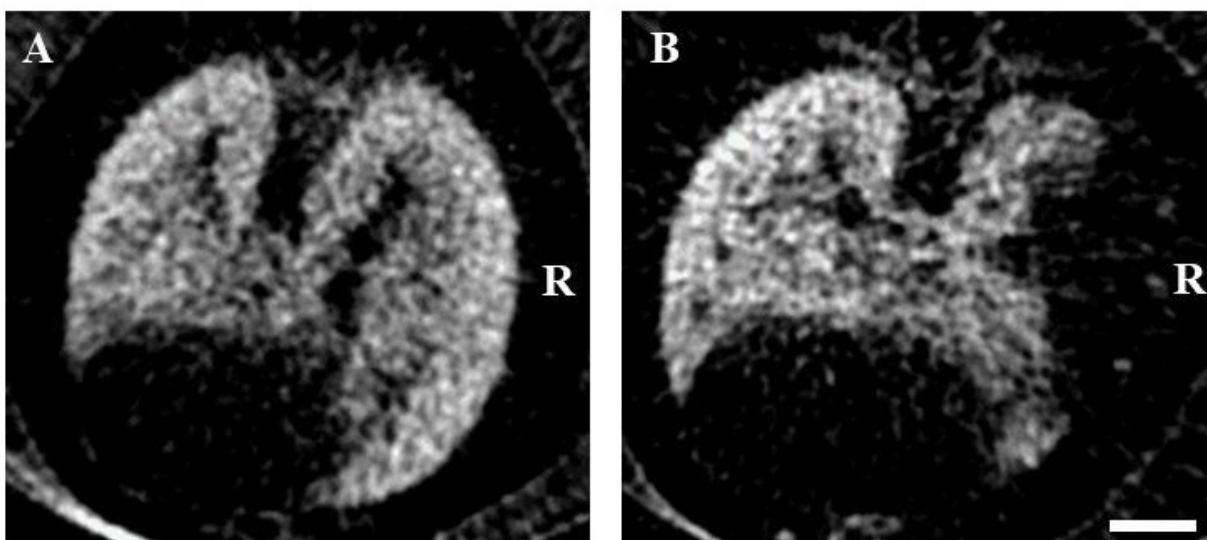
Vergleich der Dunkelfeldtomographien einer mit 20 Gy an der gesamten rechten Lunge bestrahlten Maus unmittelbar vor (A) und 24 Wochen nach (B) der Bestrahlung. In der vor der Bestrahlung durchgeführten Tomographie sind keine Veränderungen der Lungenstruktur zu erkennen.
